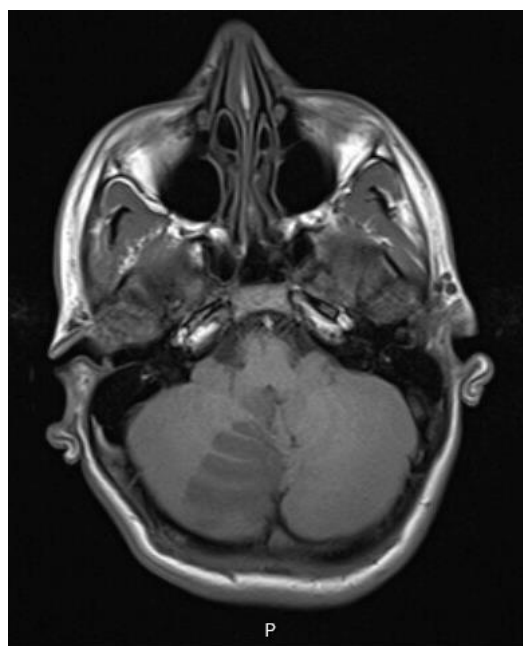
Angio-RMN-ce: Enfarte cerebeloso do território da PICA direita.
